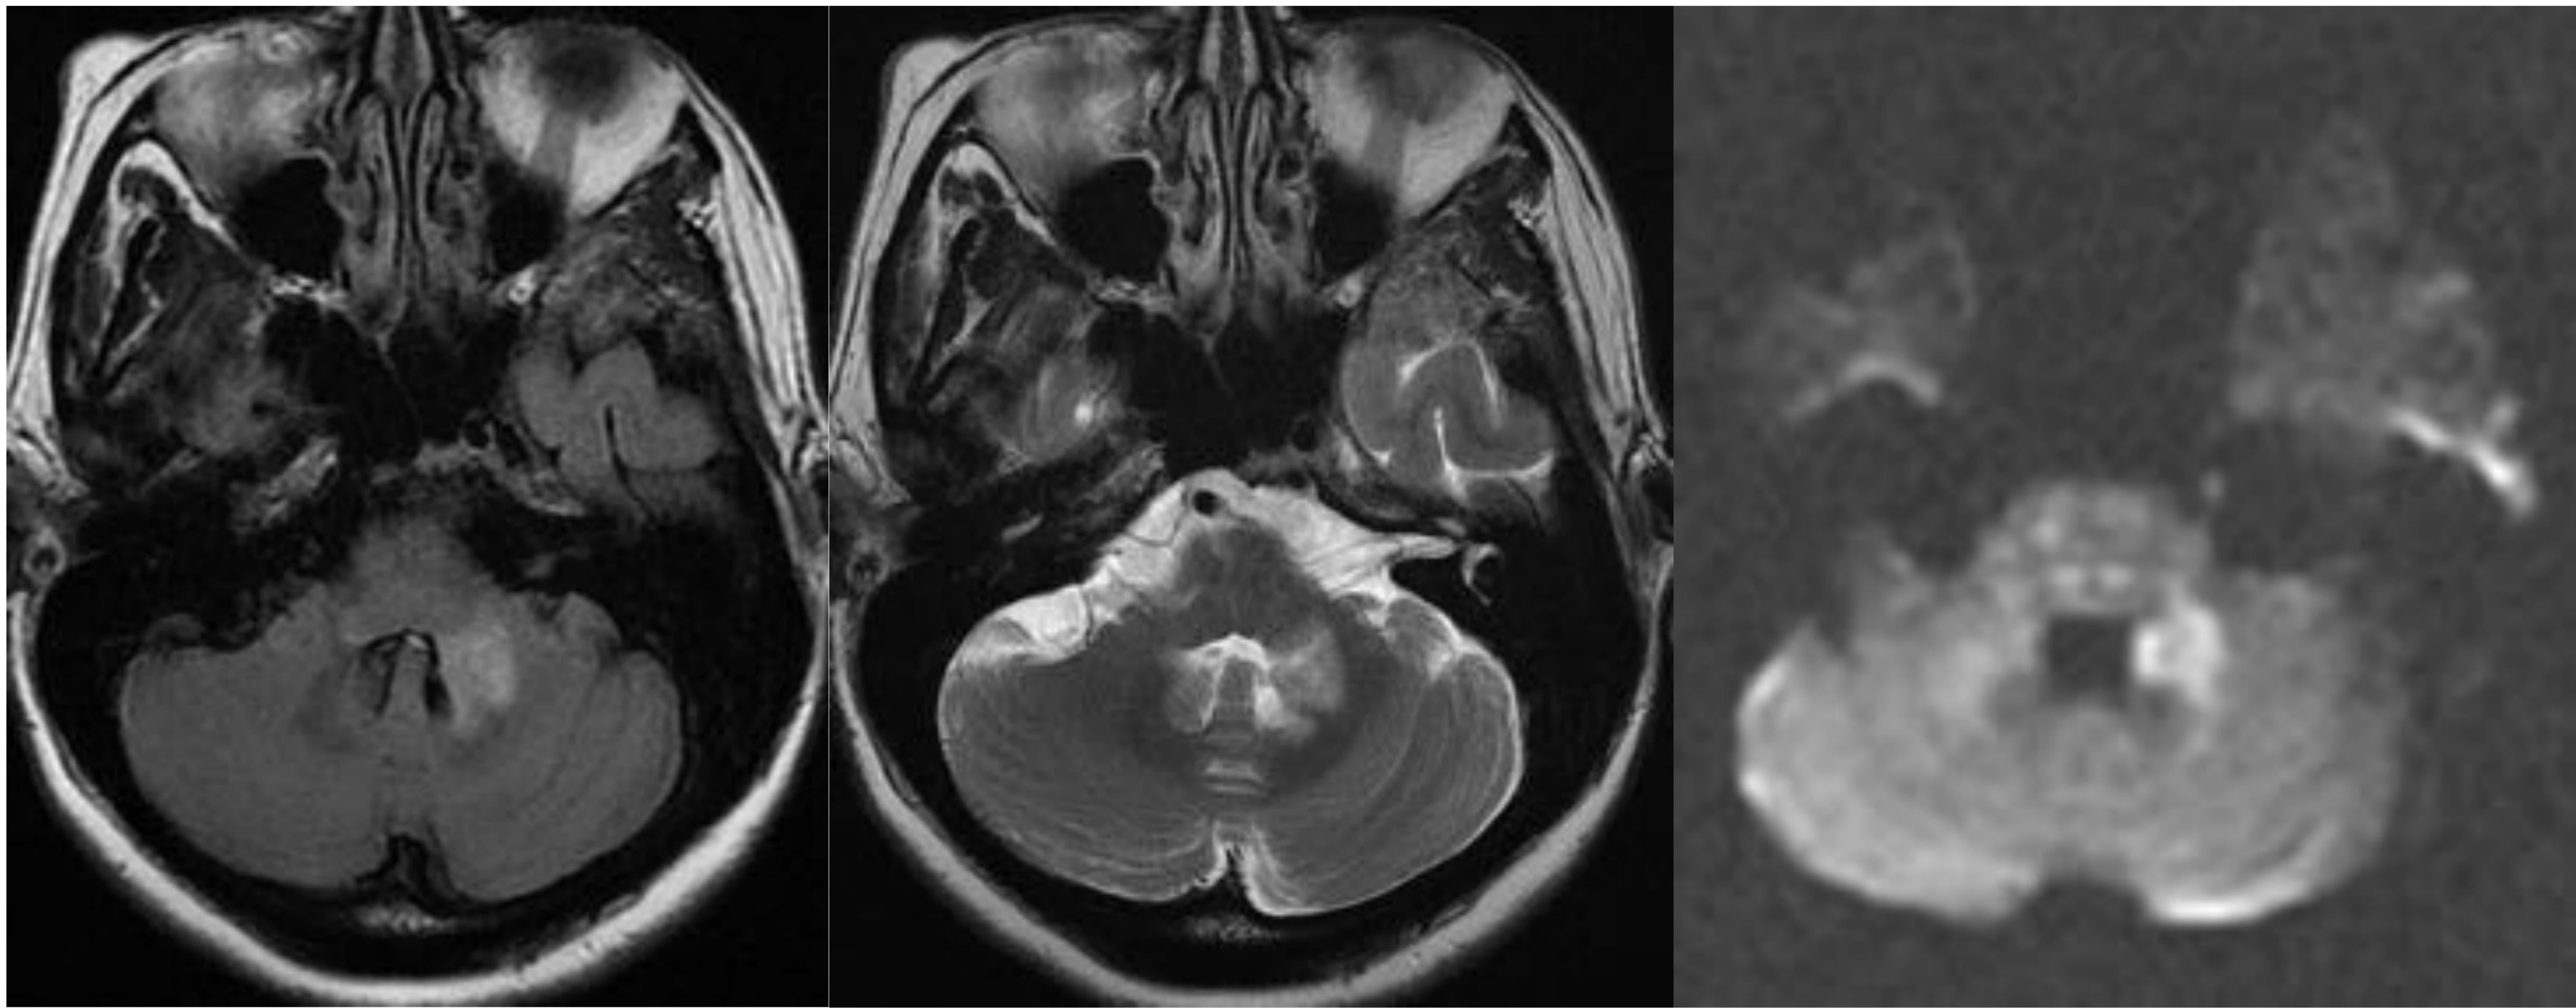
Paciente ingresado por sospecha de ictus vértebrobasilar. En el estudio de RM se observa una lesión en pedúnculo cerebeloso medio izquierdo de comportamiento isquémico (continuación).
